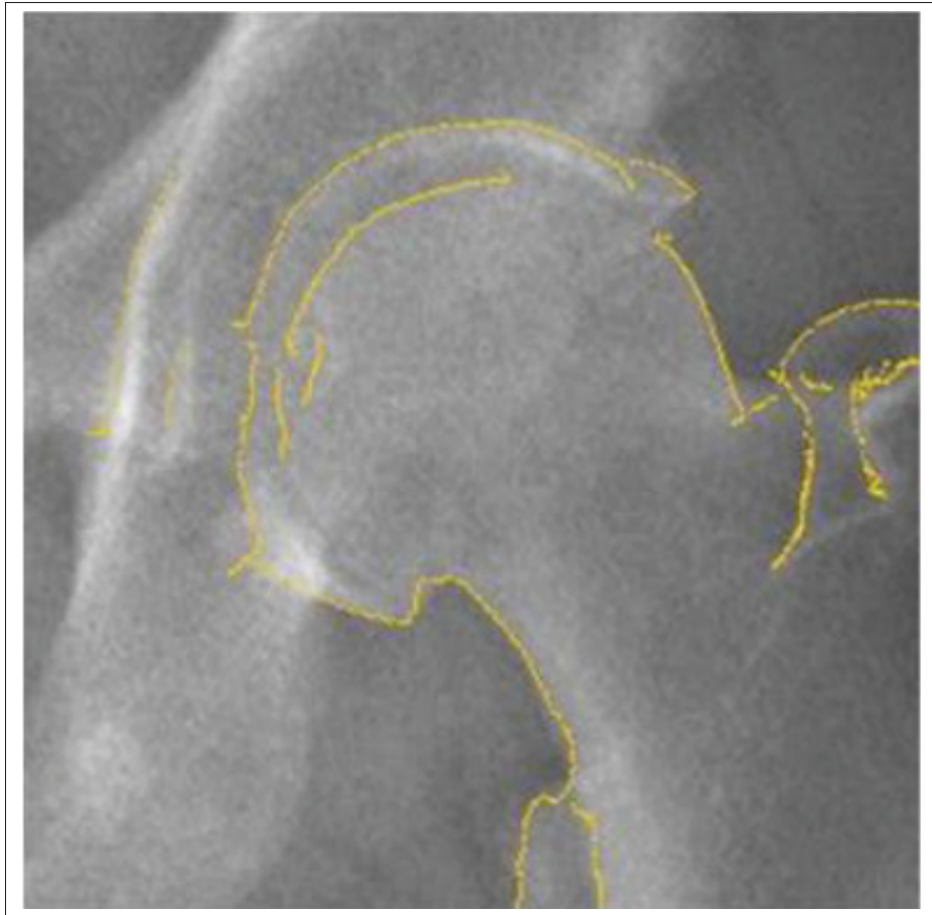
Exemple de segmentations non labellisées du fémur proximal avec la méthode de Chav *et al.* (2009) sur une radiographie de face
